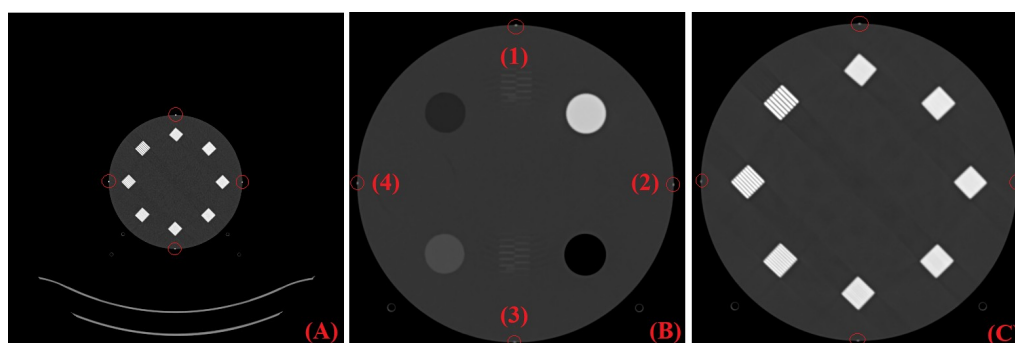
Imágenes por CT adquiridas para las pruebas técnicas de (A) indicación del láser de alineamiento; (B) y (C) prescripción de la exploración (exactitud del topograma), que corresponden, respectivamente, a los cortes de imagen de los módulos 1 y 4 del maniquí ACR. En las tres imágenes se indica, mediante círculos, la visibilidad de las marcas fiduciales radio-opacas. Además, las posiciones de dichas marcas se han etiquetado con los números (1)–(4) en la imagen (B). Este mismo orden se seguirá para la imagen (C).
